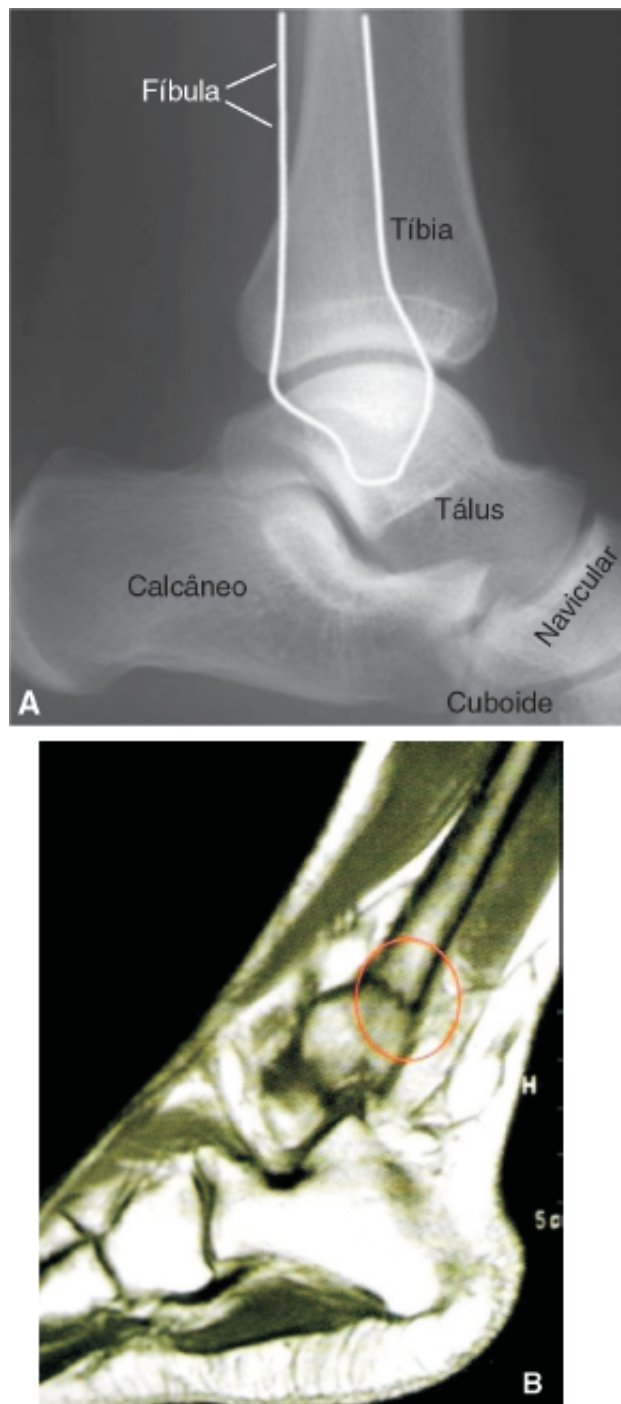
A. Radiografia em perfil do tornozelo, sem fraturas aparentes, em atleta com dor no maléolo lateral. B. Ressonância magnética do tornozelo evidenciando, em corte sagital ponderado em T1, a fratura do maléolo lateral – fíbula – sem desvio, com traço de hipossinal e edema ósseo ao redor de hipersinal.
